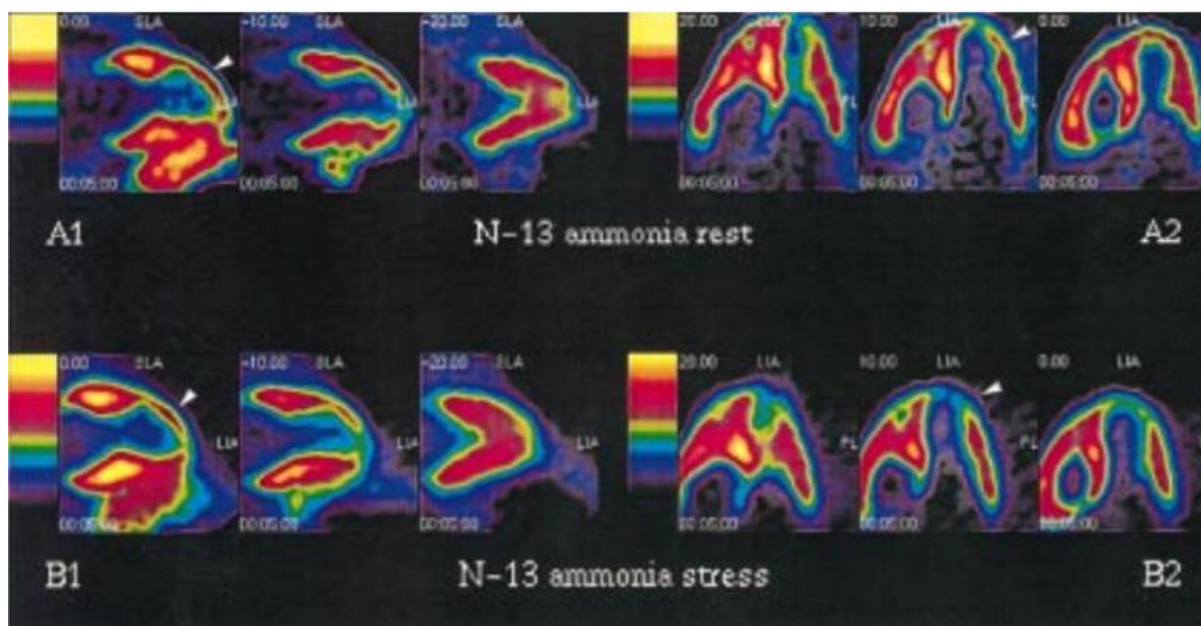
Позитронно-эмиссионная томография 10-летнего мальчика с изолированным некомпактным миокардом левого желудочком (изображения левого желудочка по длинной оси): *A1, A2* – показано снижение перфузии переднебоковых сегментов (стрелки) левого желудочка в состоянии покоя; *B1, B2* – усугубление нарушения перфузии при нагрузке дипиридамолом
